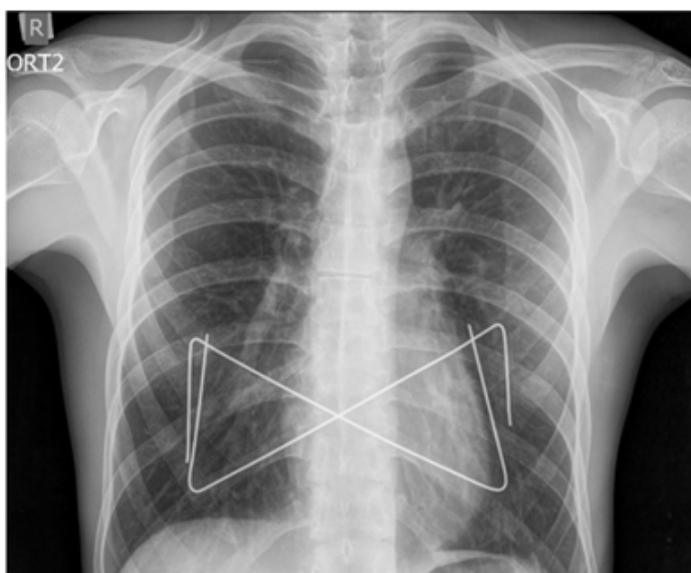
The X-rays of patient with crossed wire construction
